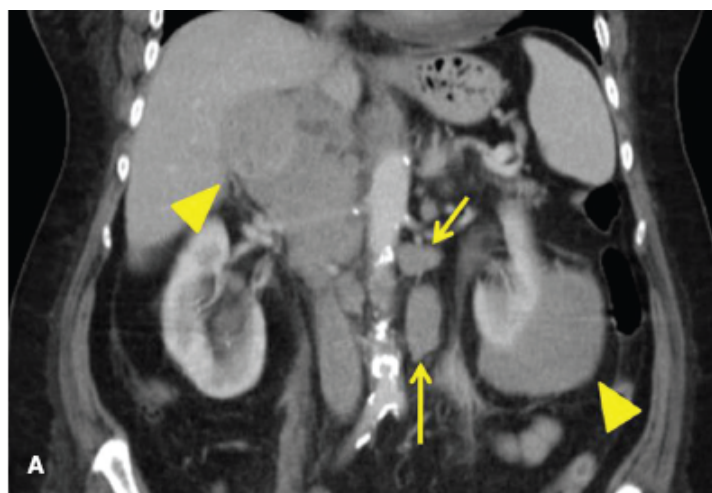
A. Tomografia de abdome evidenciando massas retroperitoneais (*pontas de seta*) e linfonodos aumentados em múltiplas cadeias (*setas*). B. Alargamento mediastinal (*setas*) à custa da massa do mediastino superior homogênea envolvendo os ramos supra-aórticos (*pontas de seta*).
